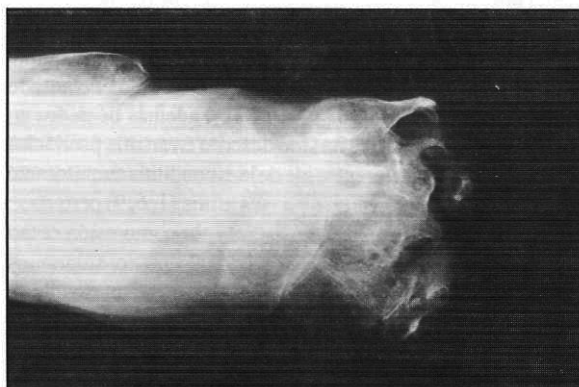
Radiografía del pie izquierdo con lisis importante de las falanges y metatarsianos junto con disminución de los espacios en el tarso y osteopenia difusa.
